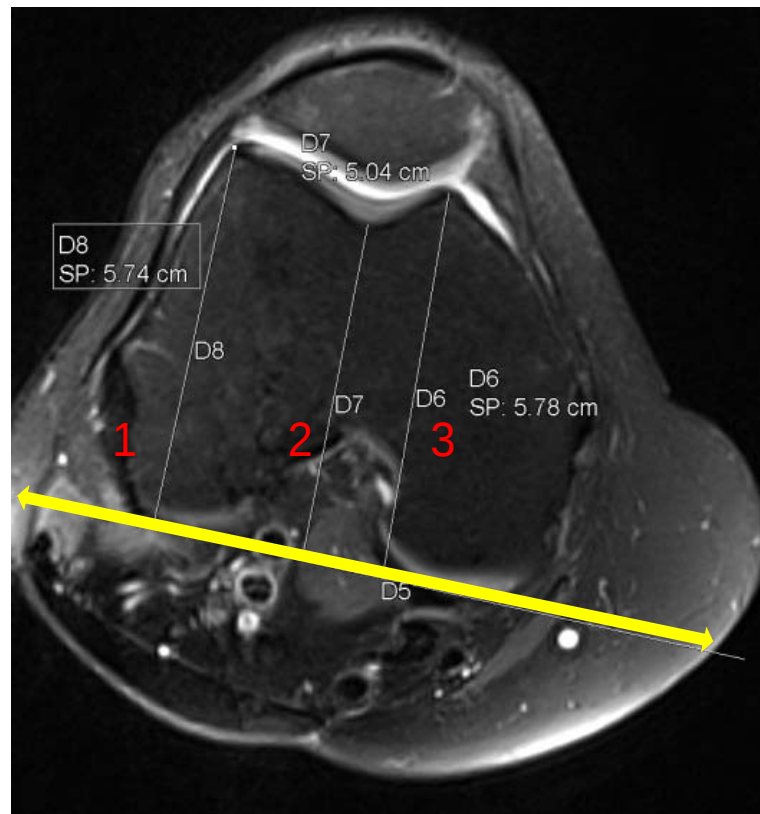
IRM du genou en coupe axiale avec PT = 7,7mm
